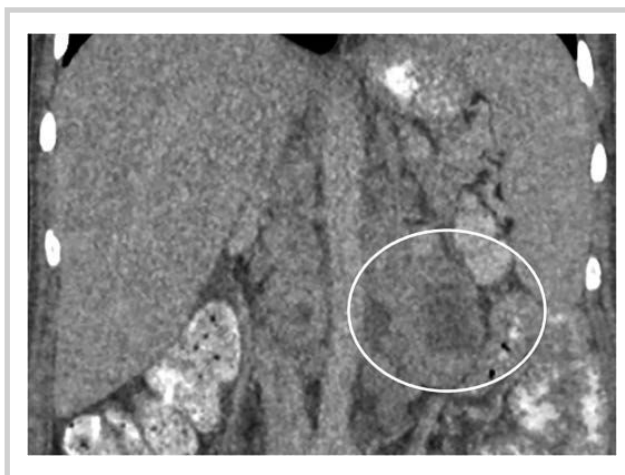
КТ органов брюшной полости во фронтальной плоскости.
